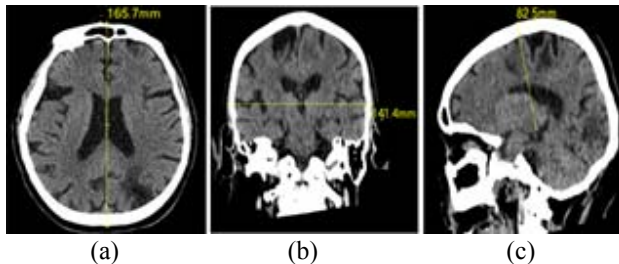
Medición de la distancia entre los puntos antropométricos (a) G-Op de un corte axial, (b) Eu-Eu de un corte coronal, (c) V-N de un corte sagital de una tomografía computarizada bidimensional de cráneo.
